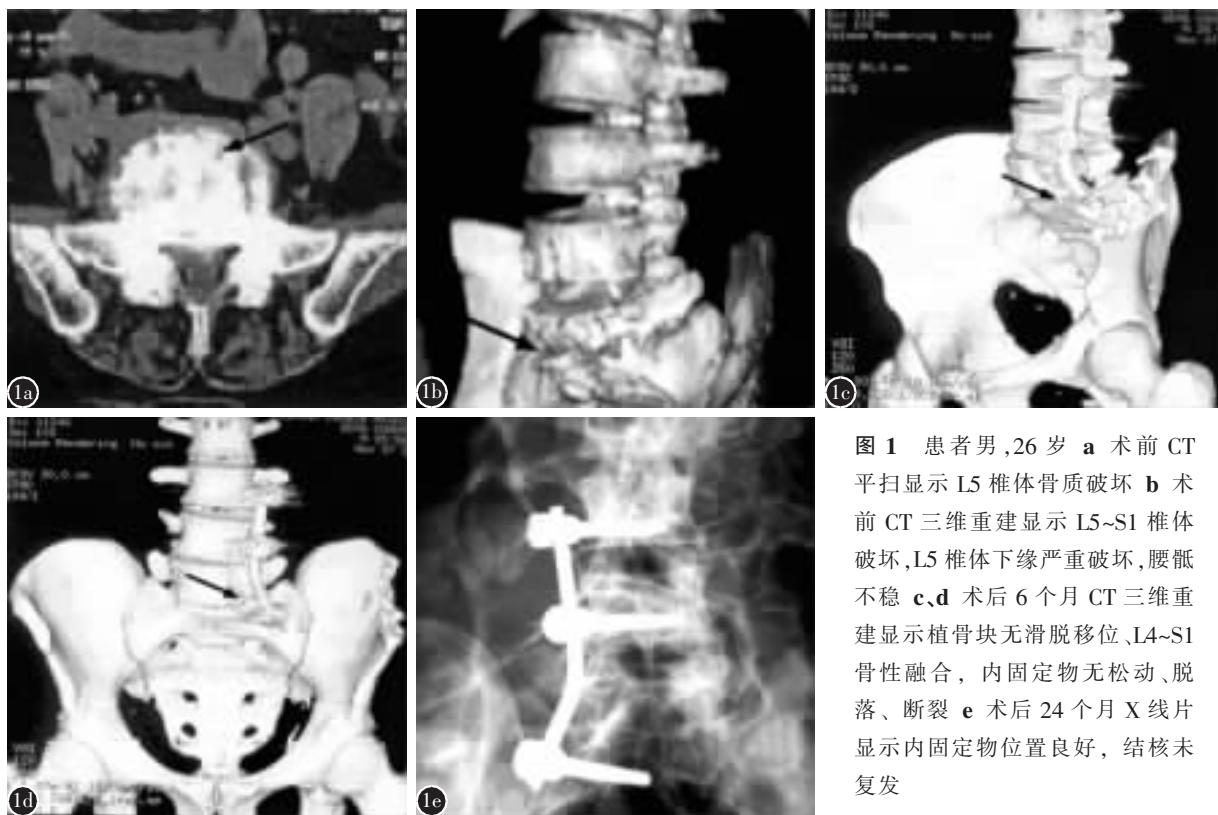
患者男,26岁 a 术前 CT 平扫显示 L5 椎体骨质破坏 b 术前 CT 三维重建显示 L5~S1 椎体破坏,L5 椎体下缘严重破坏,腰骶不稳 c,d 术后 6 个月 CT 三维重建显示植骨块无滑脱移位,L4~S1 骨性融合, 内固定物无松动、脱落、断裂 e 术后 24 个月 X 线片显示内固定物位置良好, 结核未复发
